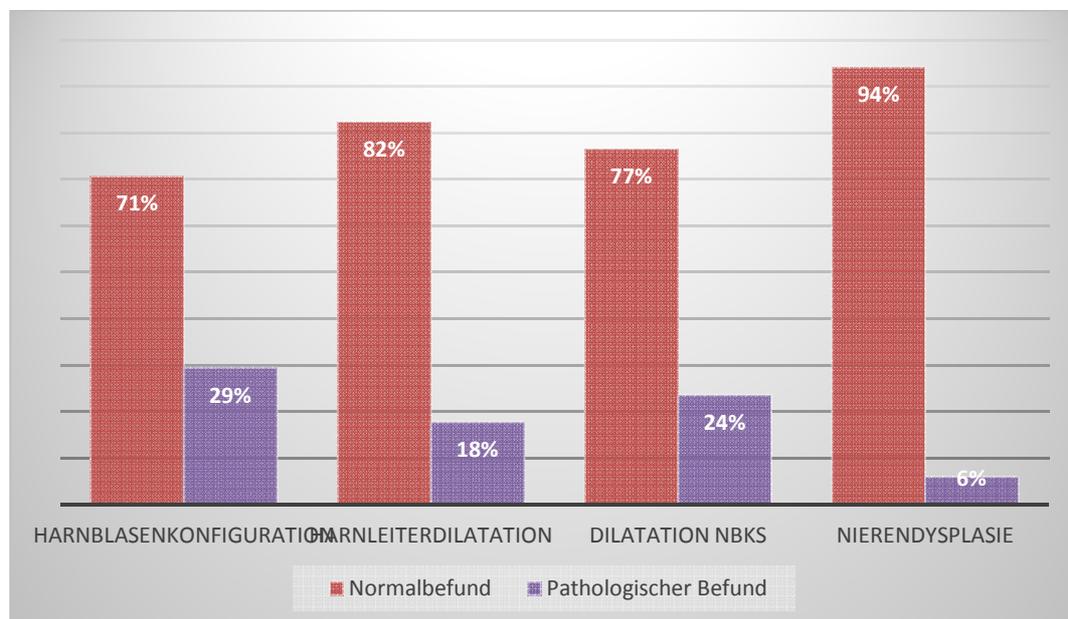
Ergebnisse der Sonographie
